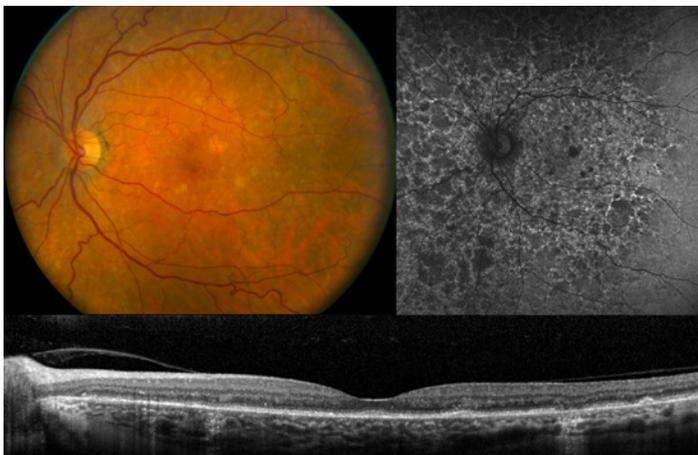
Imagerie multimodale du fond de l'œil gauche d'un patient atteint de maculopathie causée par le polysulfate de pentosane. (En haut à gauche) photo couleur du fond de l'œil; (en haut à droite) image par autofluorescence du fond de l'œil; (en bas) tomographie par cohérence optique; images reproduites avec l'aimable autorisation de Nieraj Jain, M.D.
